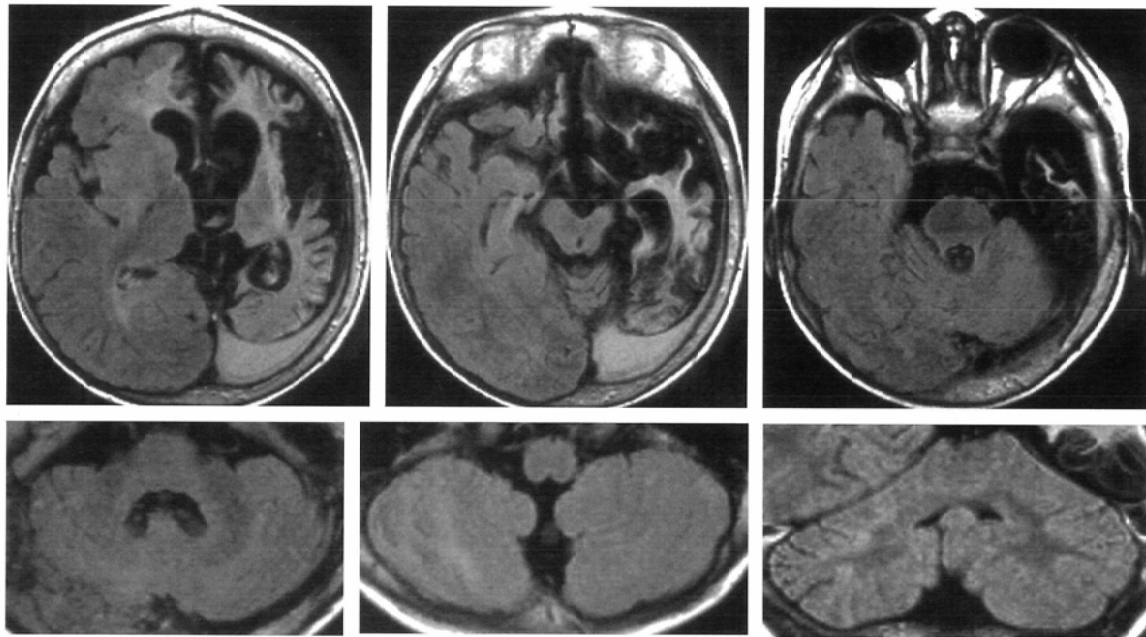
Axial (A-E) and coronal (F) FLAIR images obtained 18 months after admission.
